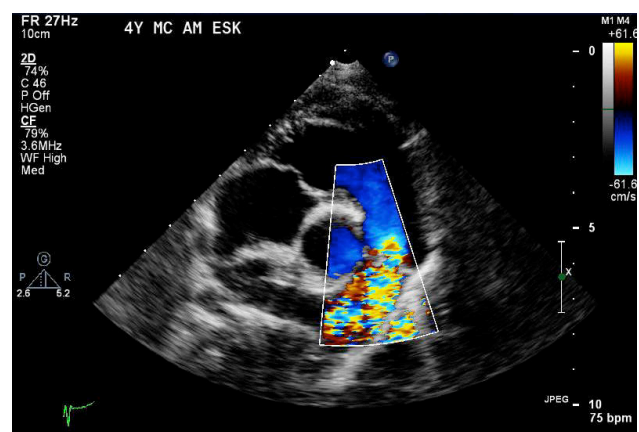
Ecocardiografia color doppler
